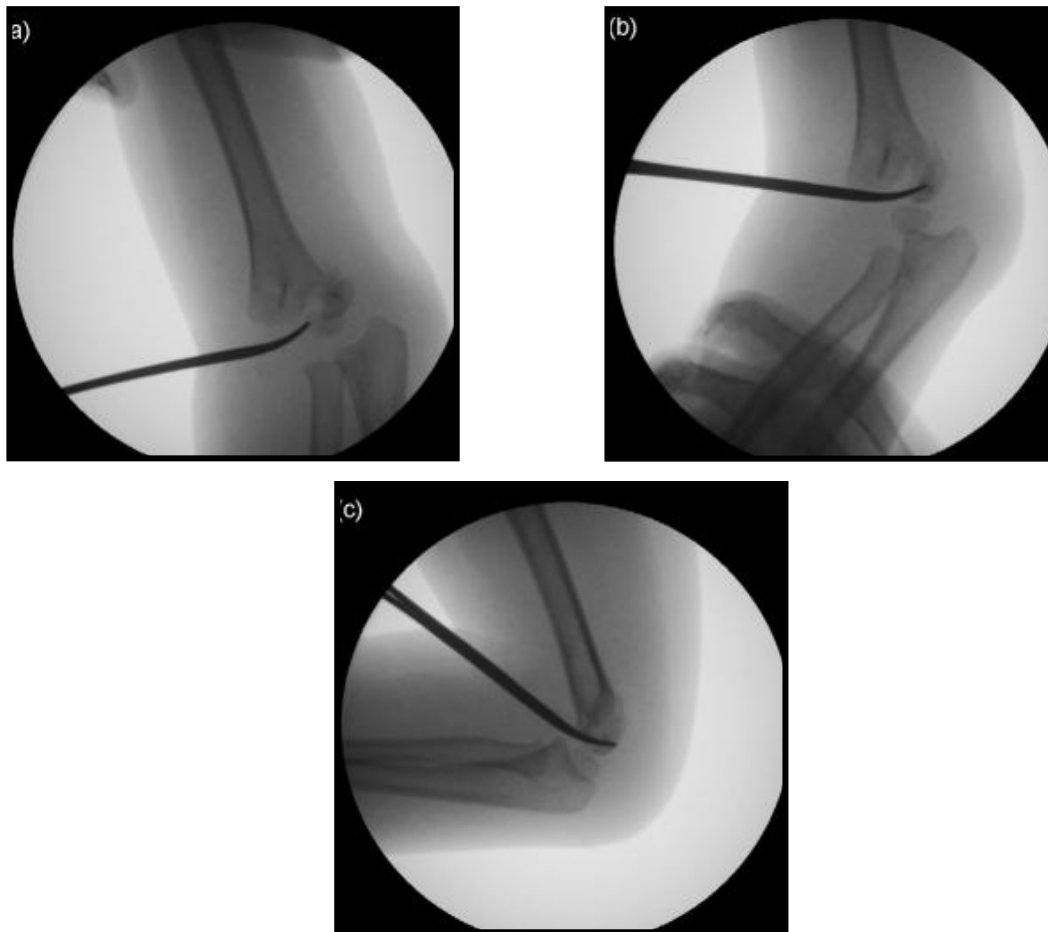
Radiografija prikazuje repoziciju tzv. poluga tehnikom: a) Određivanje mesta incizije; b) insercija poluge između frakturnih fragmenata i c) repozicija korišćenjem poluge.⁷⁷
